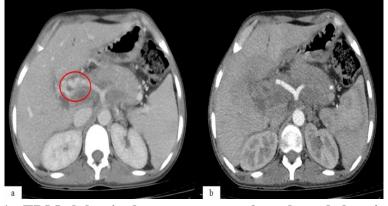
TDM abdominale montrant une thrombose de la veine porte
